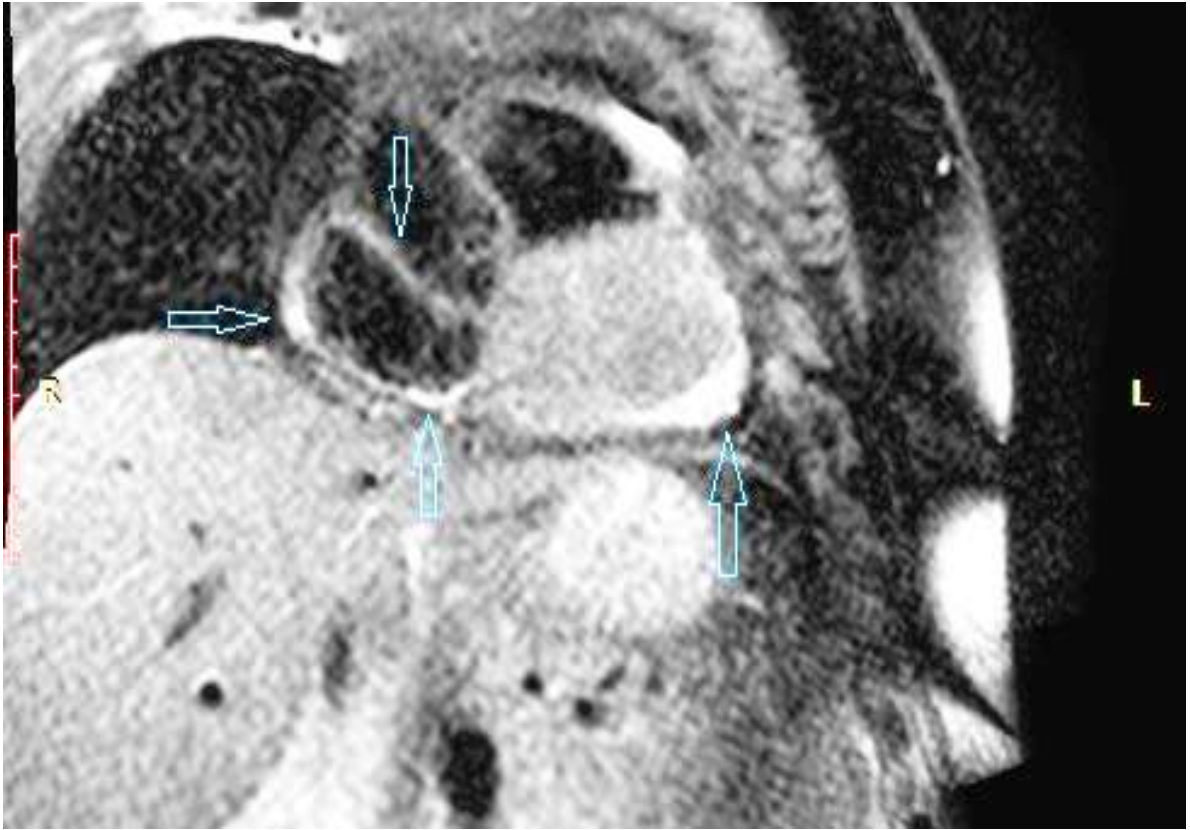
МРТ серця з контрастуванням гадолінієм пацієнтки М.
